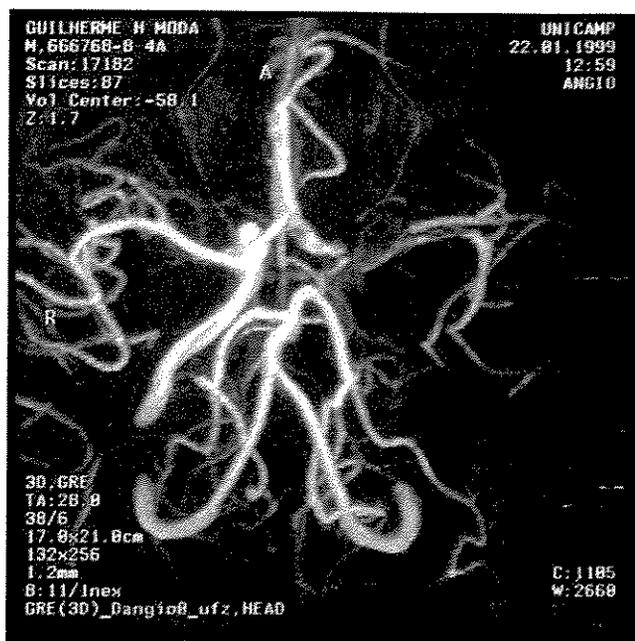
Sujeito 1 GHM Angiorressonância em 22/01/99 em paciente acometido por DCVI aos 4 anos e 10 meses de idade.
